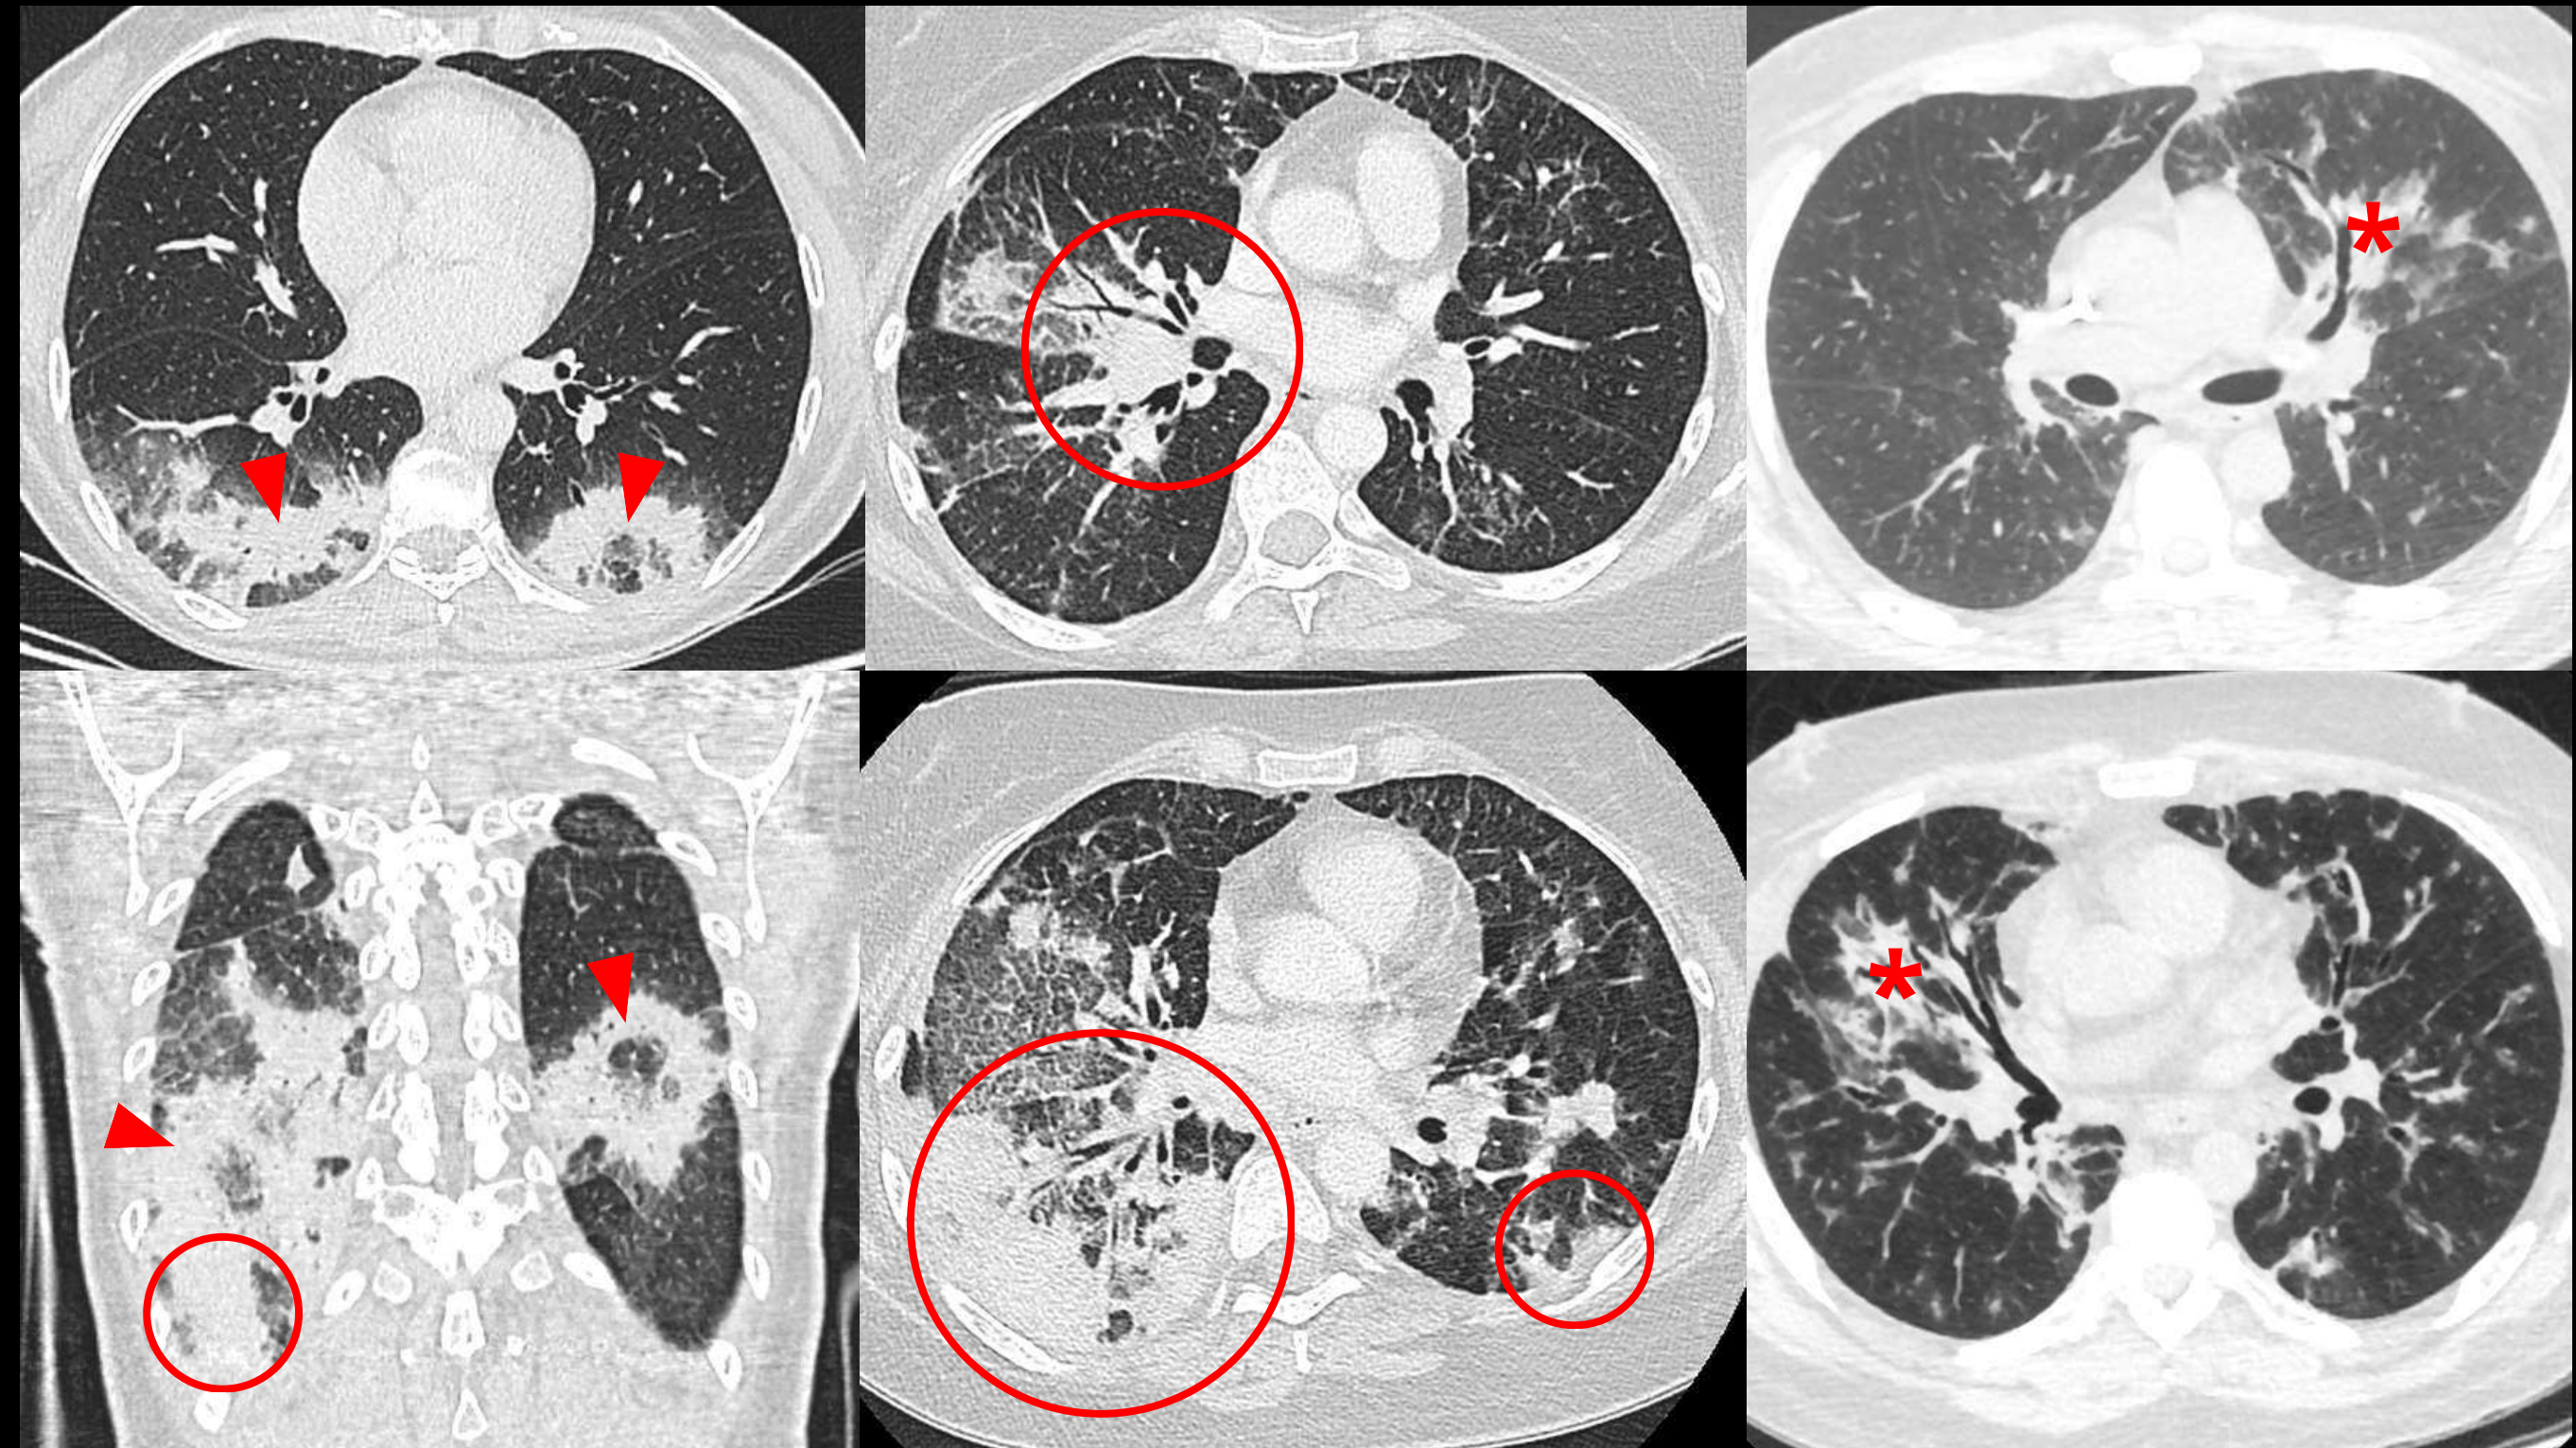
Hallazgos en TC de neumonía organizada (NO). Tres pacientes diferentes, cortes axiales y coronales.
